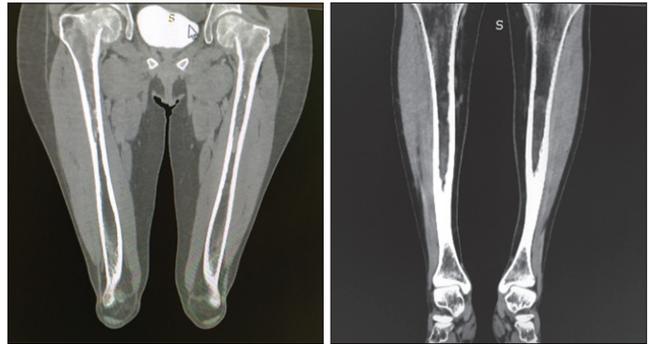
Пациентка N. Диффузное поражение костей скелета, картина остеомалации, переломы бедренных костей в области шейки. КТ
